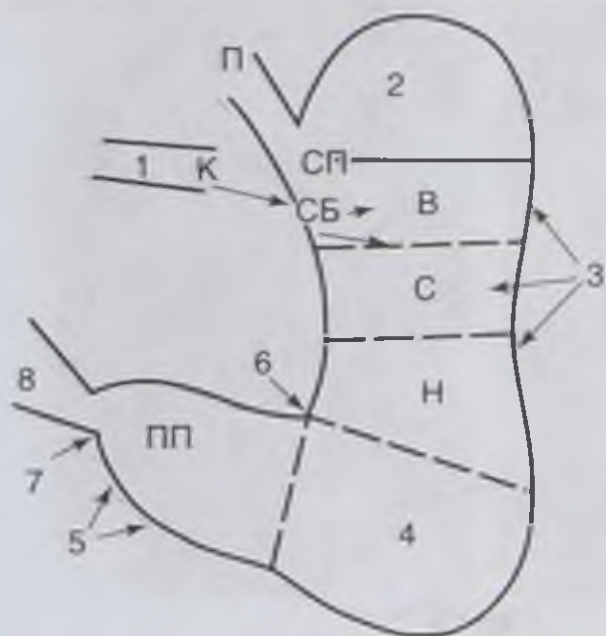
Рентгенологическое деление желудка (по Дьяченко В.А., 1956): П — пищевод; К — кардия; 1 — кардиальный отдел (СП — супракардиальный, СБ — субкардиальный); 2 — свод; 3 — тело (В, С, Н — верхняя, средняя, нижняя трети); 4 — синус; 5 — антральный отдел (ПП — препилорический отдел); 6 — угол; 7 — привратник; 8 — луковица двенадцатиперстной кишки
